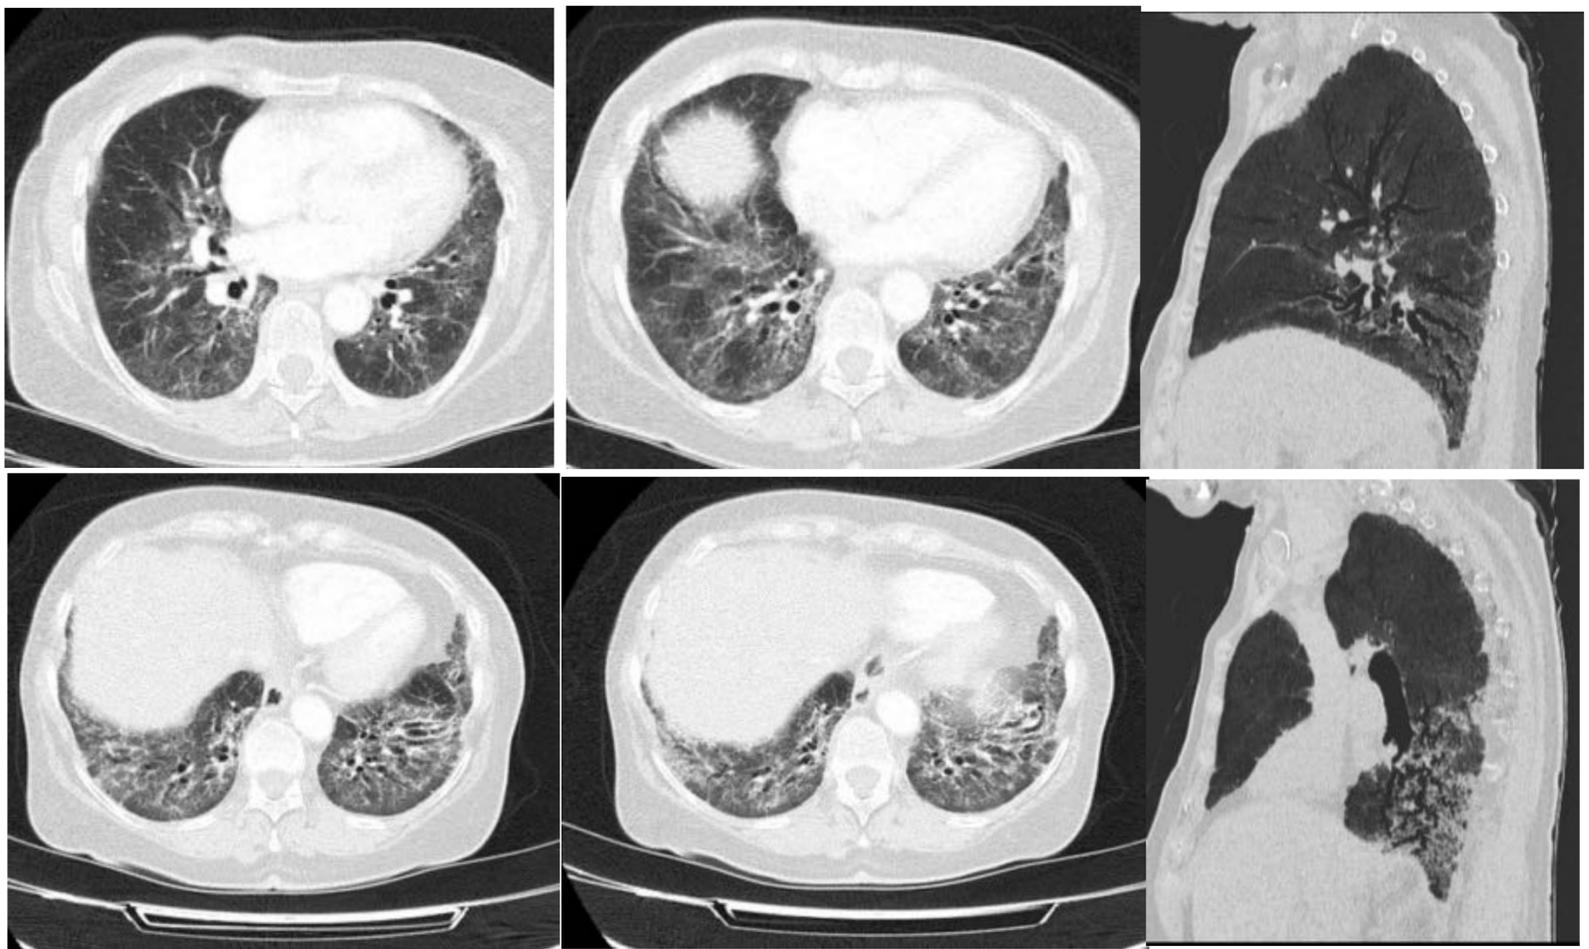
Mujer de 71 años diagnosticada de AR seronegativa . Disnea, tos seca y crepitantes basales. Estudios de TAC similares desde hace tres años con enfermedad intersticial , bronquiectasias y vidrio deslustrado de predominio central y basal. Sin mejoría tras corticoides. P funcionales: Hipoxia y patrón restrictivo. Biopsia transbronquial: hallazgos inespecíficos. Rechaza más biopsias. Los hallazgos de TAC son concordantes con esta entidad aunque no se ha confirmado de forma definitiva.
